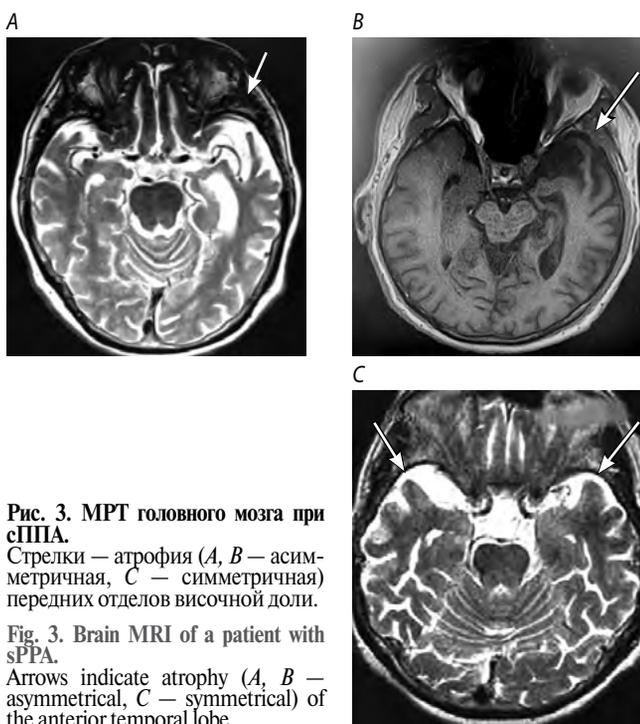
МРТ головного мозга при сППА.
